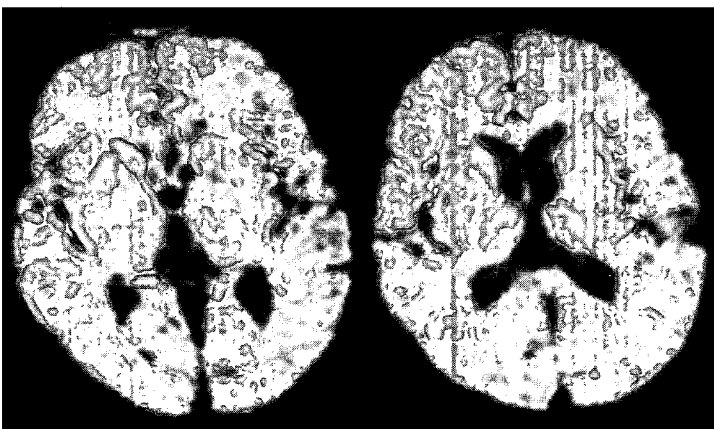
発症後 7ヶ月 MRI プロペラ法拡散強調画像。尾状核と視床に高輝度を認める。
